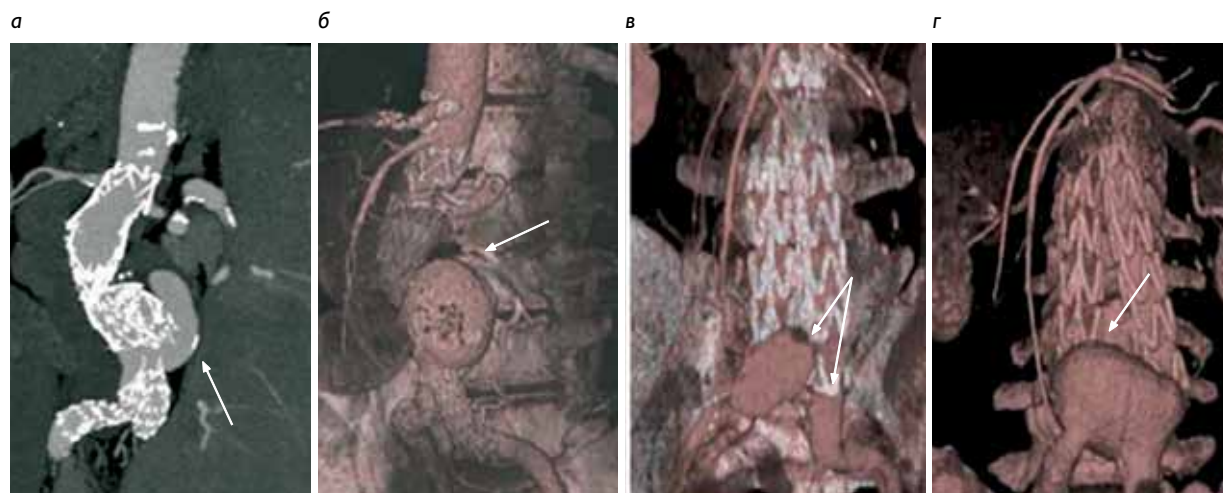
Осложнения после рентгенэндопротезирования брюшной аорты по поводу инфраренальной аневризмы (данные МСКТ): а, б – увеличение аневризмы и эндолика через два года после стентирования; рост аневризмы через месяц (в) и год (г) после стентирования
